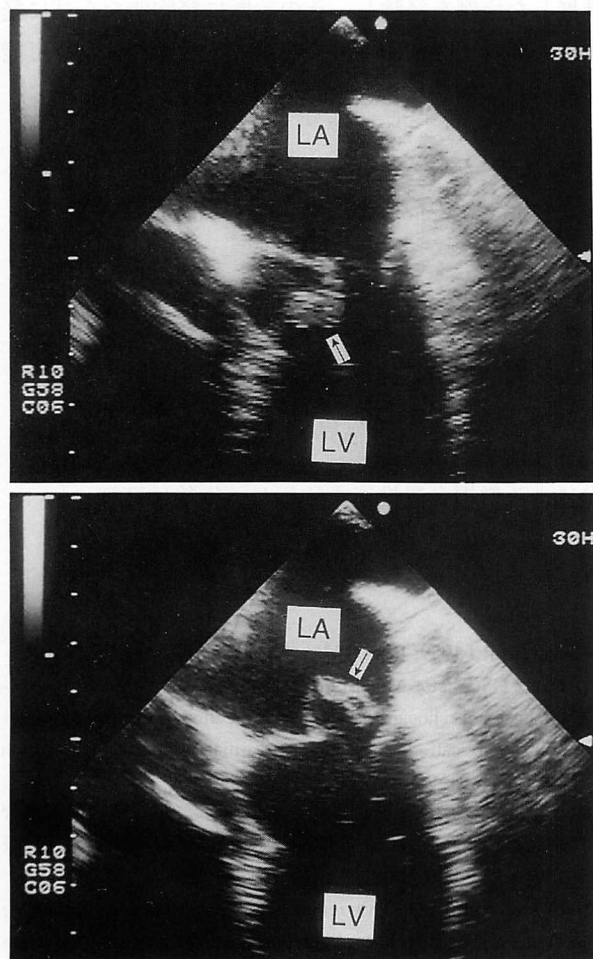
Transesophageal echocardiogram. Transverse view
